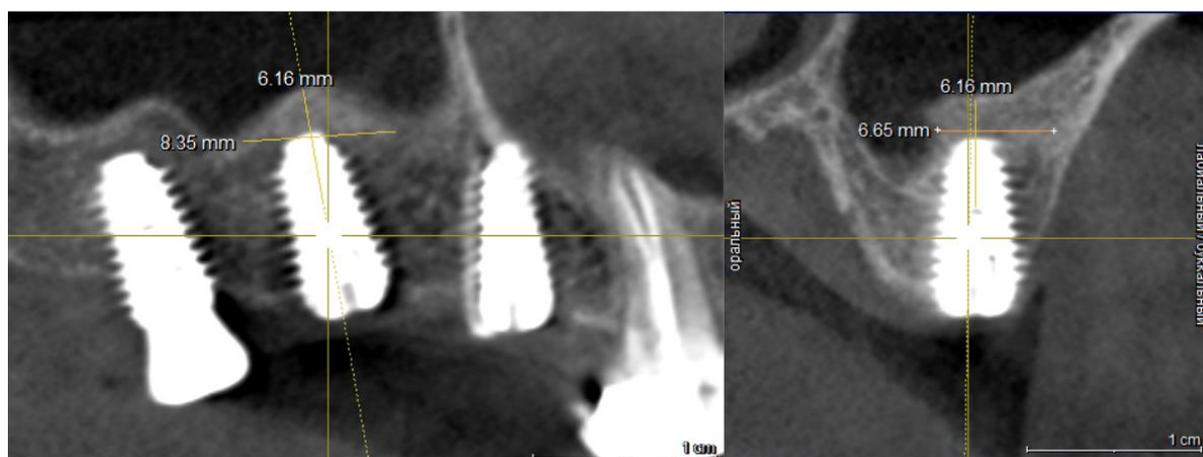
3D-КТ снимок верхней челюсти пациентки К. спустя 9 месяцев после синус-лифтинга и установки имплантатов, декабрь 2023 года
